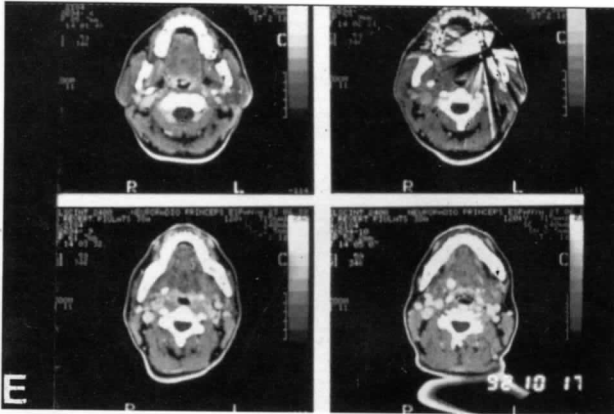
Caso n° 2. Tomografías preoperatorias.
